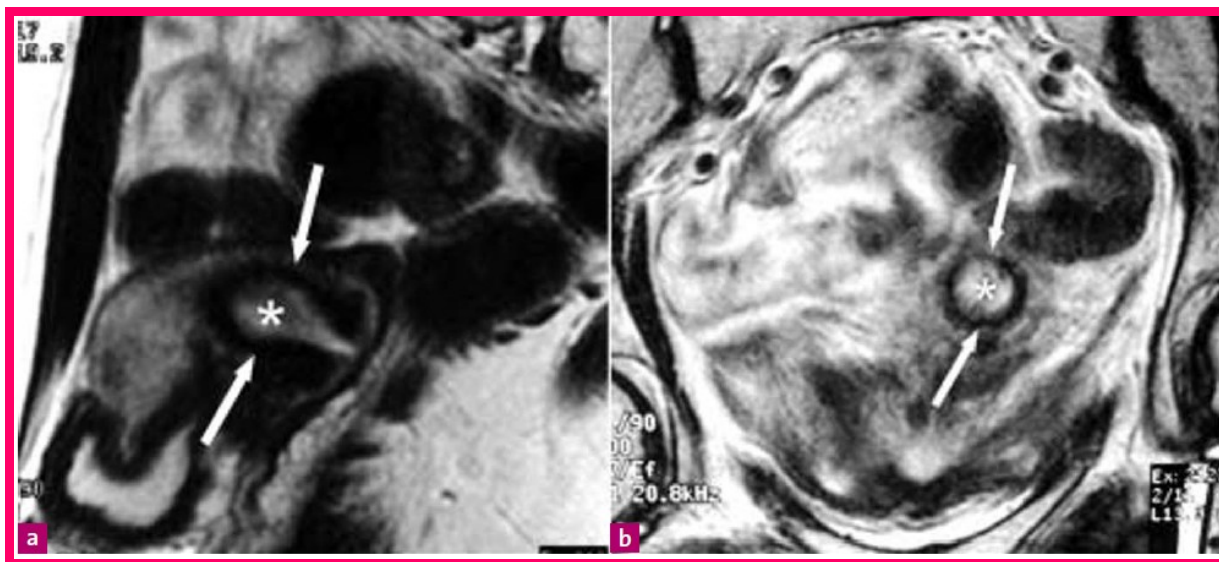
IRM coupe (a) : coupe sagittale en pondération T2 ; (b) : coupe coronale en pondération T2. La tumeur (*) est totalement entourée par le cintre fibreux en hyposignal (flèche) : pas d'envahissement paramétrial.
